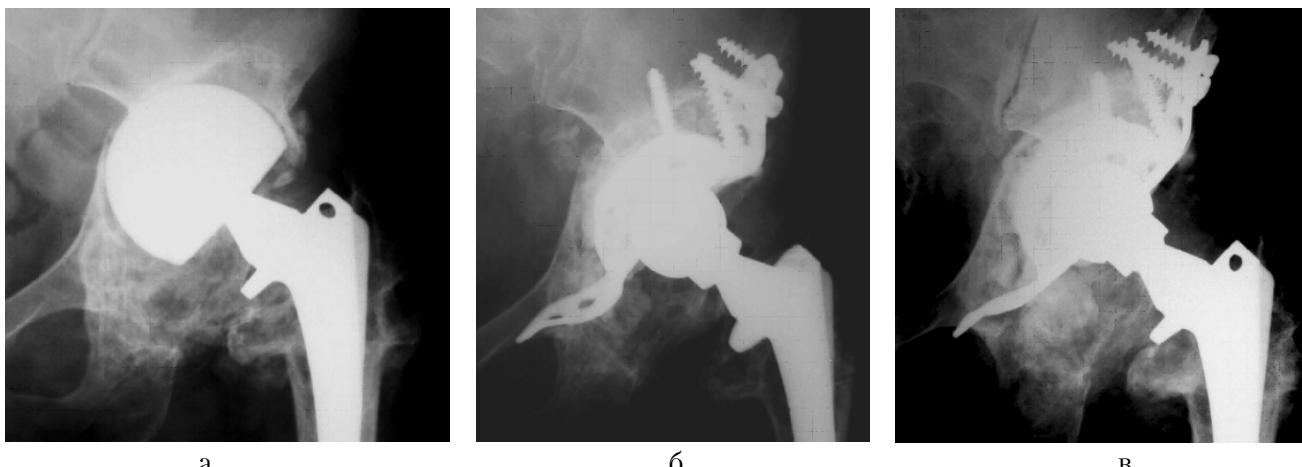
Рентгенограммы пациентки К., 65 лет. Результат успешного применения Burch-Schneider cage в сочетании с костной аллопластикой вертлужной впадины: а – до проведения замены вертлужного компонента эндопротеза; б – после операции; в – через 18 месяцев после операции.
